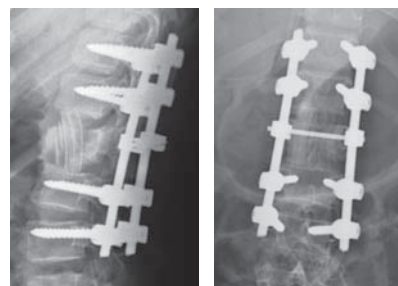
Рентгенография поясничного отдела позвоночника больного П. после операции
